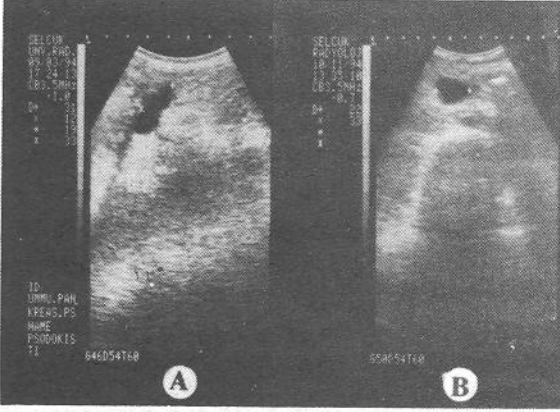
Birinci olgumuzda perkütan drenaj sırasında pankreatik psödokistlerin ultrasonografik görünümü (kist içinde kateter görülmektedir).
